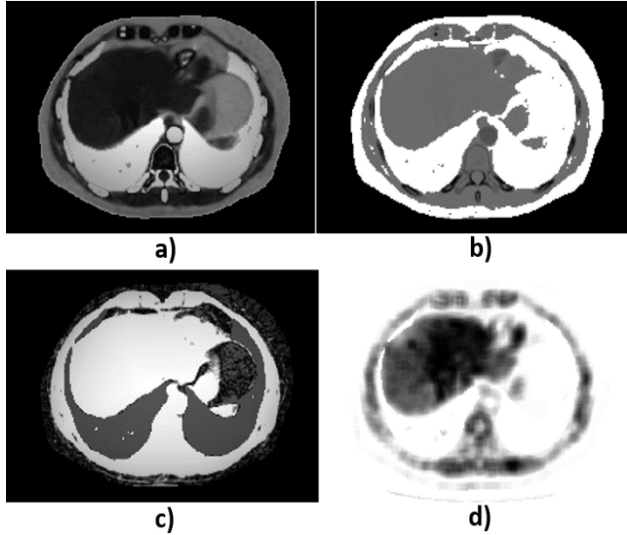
Cuatro funciones de coste correspondientes a un corte en un volumen TAC. a) Término de coste correspondiente al tejido muscular, b) término correspondiente al tejido óseo, c) término correspondiente al tejido adiposo, y finalmente d) corresponde al resto de estructuras en el corte
